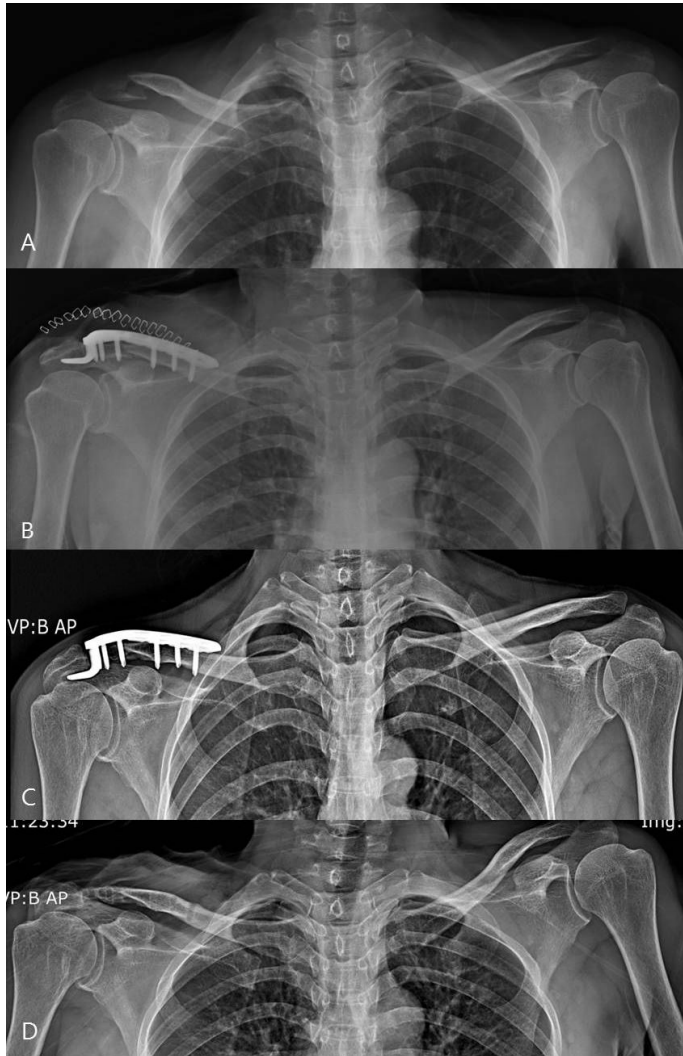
(A) Preoperative radiograph of the left shoulder of a 55 year old female shows distal clavicle fracture. (B) Postoperative radiograph with Hook plate fixation. (C) The radiograph 3 month after operation shows bone erosion at acromion by the hook of plate and subacromial impingement syndrome. (D) After the operation of plate removal, radiograph shows good bony union but subacromial impingement syndrome still remained.
